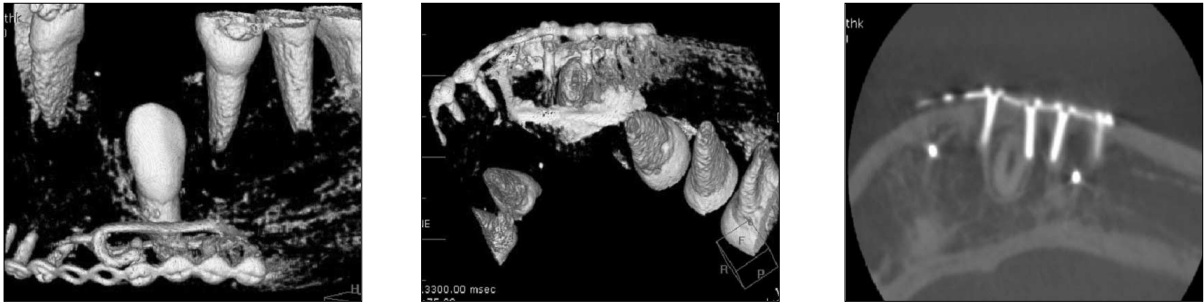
3-D CT view at 2 years after first visit.
